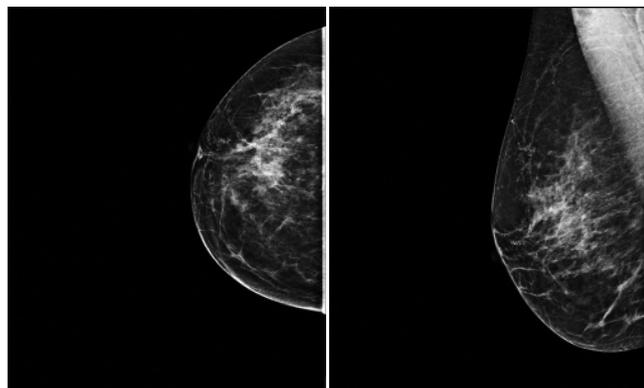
Рентгенограммы правой молочной железы, в верхненаружном квадранте фиброзные изменения: а – краниокаудальная проекция; б – косая проекция
